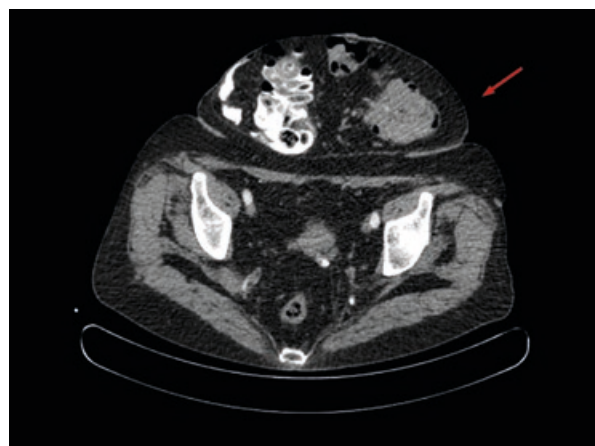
СКТ, опухолевое образование ободочной кишки
